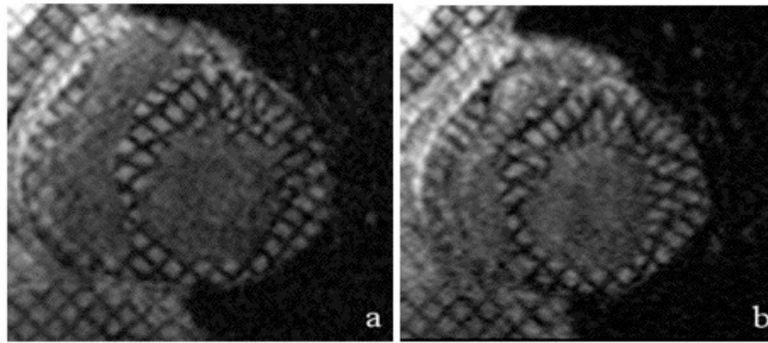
Tagged-MRI short-axis images of a patient at the midventricular level. a, end-systole at rest; b, end-systole after $10 \mu\text{g.kg}^{-1}.\text{min}^{-1}$ of dobutamine infusion.
